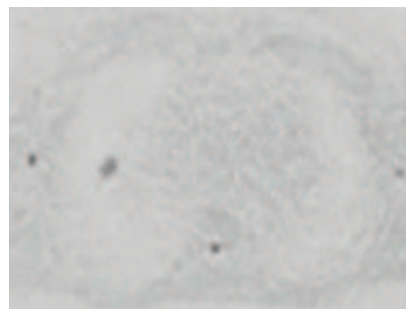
Sequenze DWI, acquisite con b factor pari a 1000. Si documenta la presenza di un nodulo polmonare, moderatamente iperintenso in DWI.
